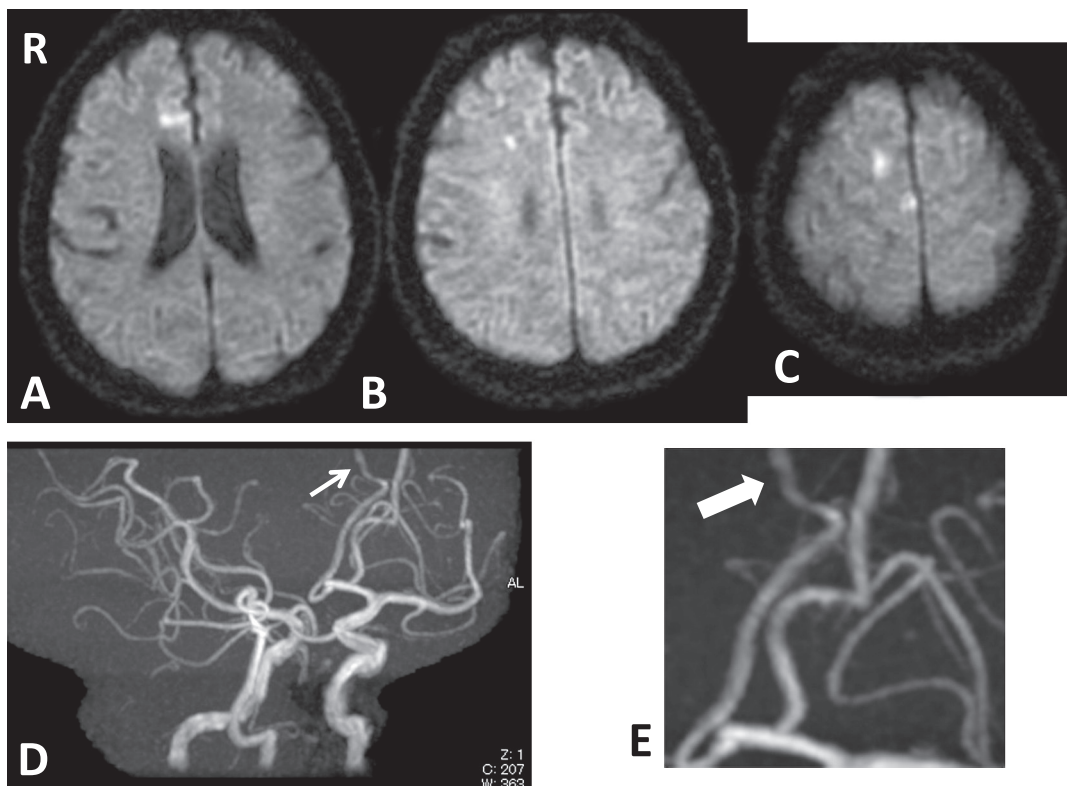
Brain magnetic resonance (MR) images on admission.
